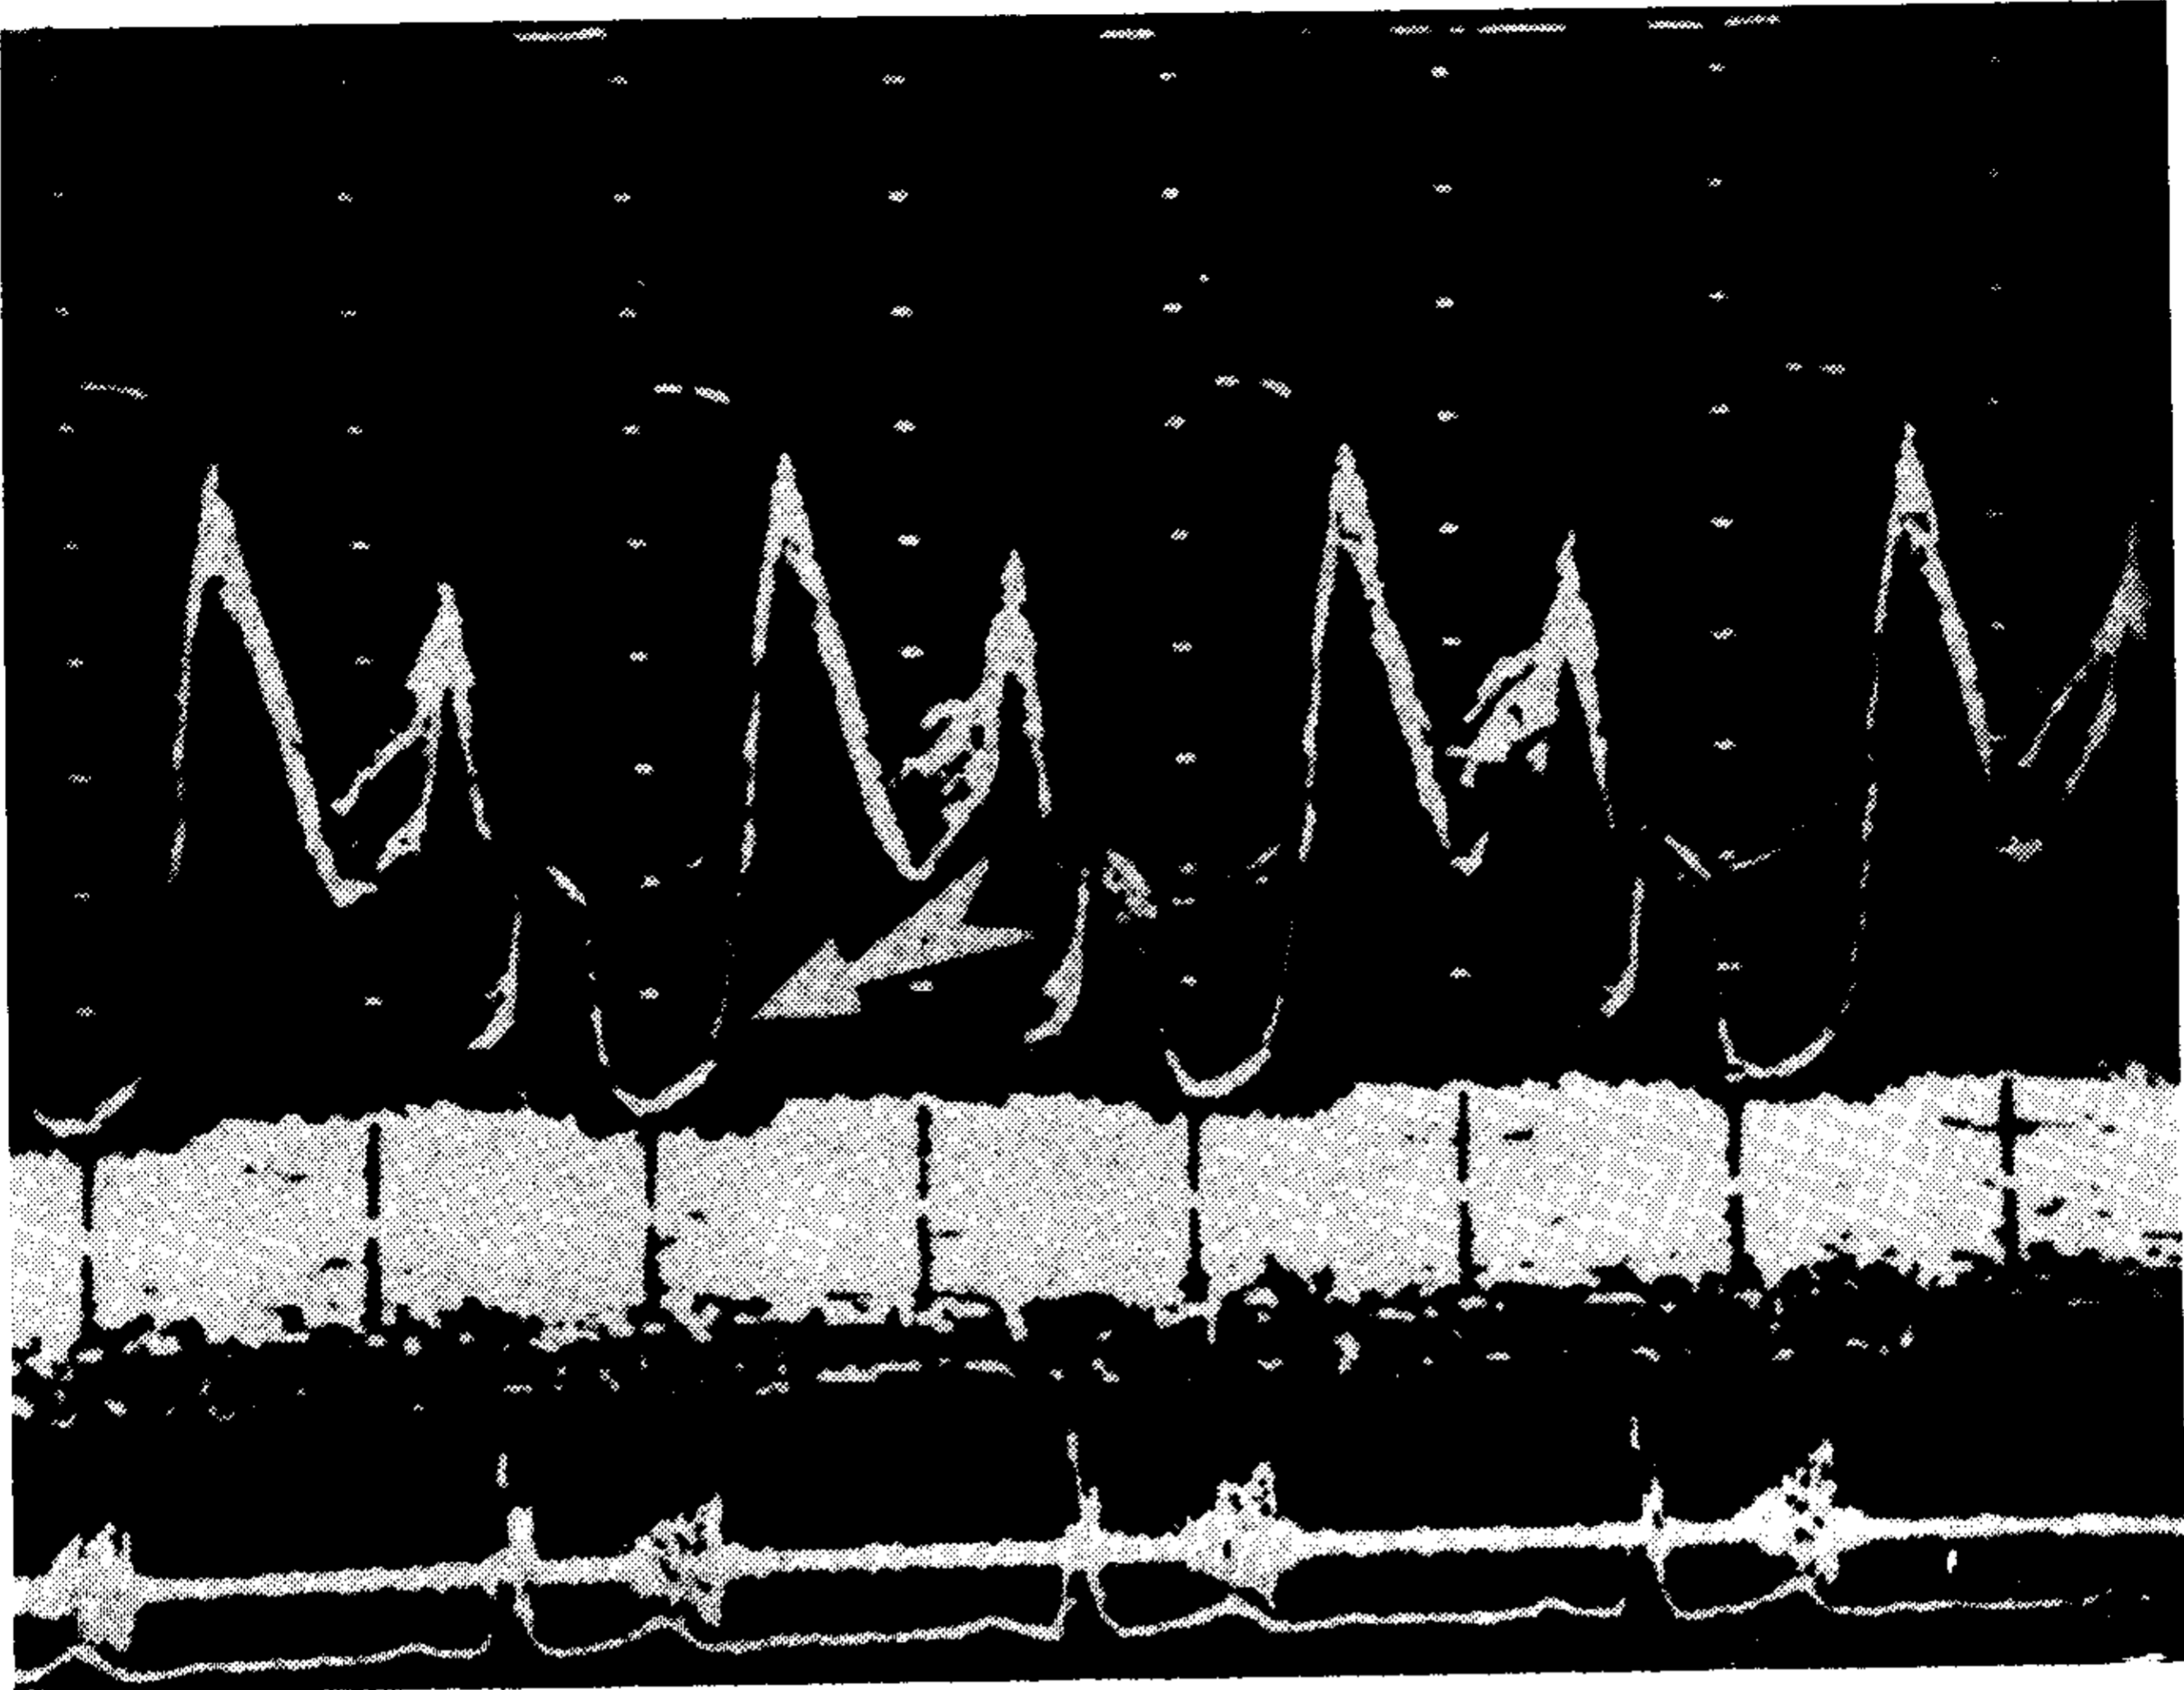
Ecocardiograma de un caso con soplo telesistólico donde se visualiza el franco prolapso de la valva posterior hacia la aurícula izquierda (flecha). Abajo el fonocardiograma muestra el soplo telesistólico.
